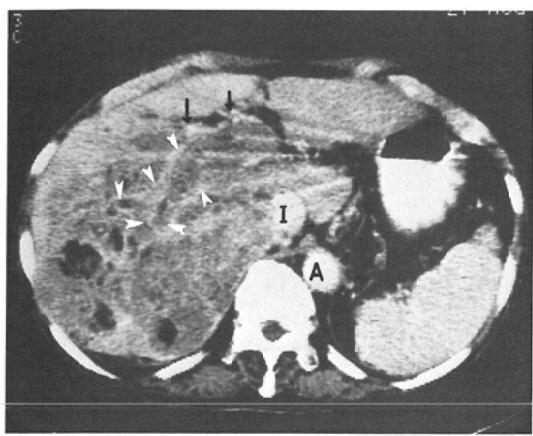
Postcontrast CT scan shows a large tumor thrombus filling the main portal vein and its intrahepatic branches (arrowheads) with surrounding contrast rim. Collateral vessels are also seen (arrows). The bulky tumor occupied the right lobe (A=aorta ; I=inferior vena cava).
